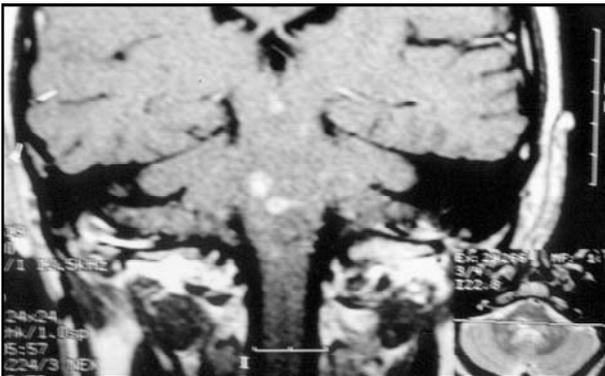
Resonancia magnética con gadolinio, corte frontal que muestra lesiones en tronco cerebral con el aspecto de microabscesos.
